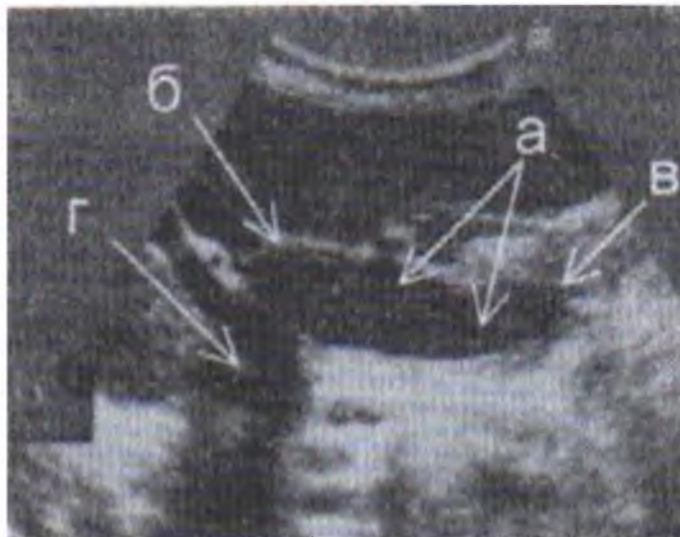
УЗИ. Рестеноз БС ДПК. а) расширенный желчный проток, б) камень в желчном протоке, в) стеноз БС ДПК, г) акустическая тень
